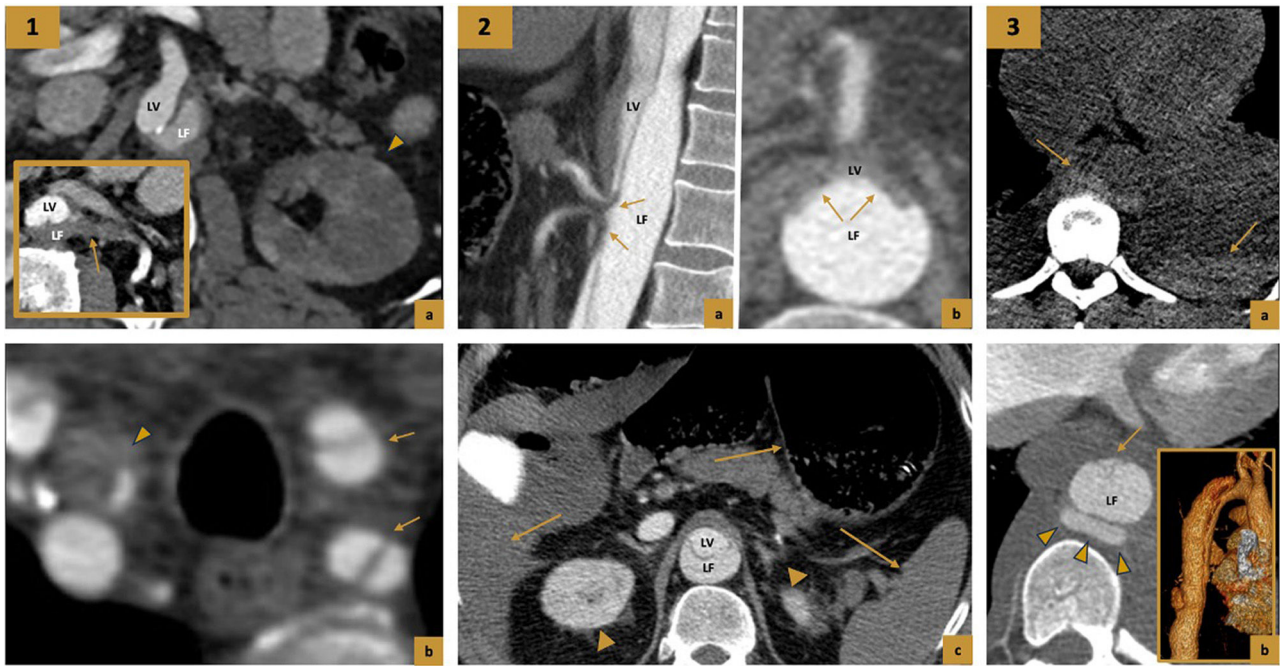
Complicaciones de la disección aórtica. 5.1 Hipoperfusión renal e ictus hemisférico derecho. (a) TC con contraste en fases arterial precoz (recuadro) y portal, cortes axiales. *Flap* de disección extendiéndose al interior de la arteria renal izquierda, con trombosis parcial de la luz y severa hipoperfusión del riñón ipsilateral (cabeza de flecha). (b). TC con contraste, corte axial. Extensión del *flap* de disección a las arterias carótida y subclavia izquierdas (flechas) y arteria carótida derecha, identificándose una luz verdadera muy colapsada y trombosis de la luz falsa que provocaron un ictus hemisférico derecho (no mostrado). 5.2 TC con contraste en fases arterial tardía, cortes sagital y axial. Isquemia mesentérica secundaria a disección tipo B por severa presurización de la luz falsa (a y b) que desplaza el *flap* íntimomedial anteriormente ocluyendo el origen del tronco celíaco y arteria mesentérica superior (flechas). (c) TC con contraste en fase portal, corte axial. Severa hipoperfusión generalizada del hígado, bazo y asas de intestino delgado y colon (flechas) con respecto a ambos riñones (cabezas de flecha) que se encuentran respetados, compatible con isquemia mesentérica masiva que se confirmó posteriormente en el quirófano. 5.3 Rotura de la luz falsa. TC sin contraste, corte axial (a) Hematoma periaórtico en región posterior y hemotórax izquierdo de moderada cuantía (flechas). (b). TC con contraste en fase arterial tardía, corte axial luz verdadera muy colapsada en región anterior con una gran distensión de la luz falsa y una imagen de adición de contraste (reconstrucción volumétrica) en su margen posterior (cabezas de flecha) compatible con rotura de la luz falsa.
